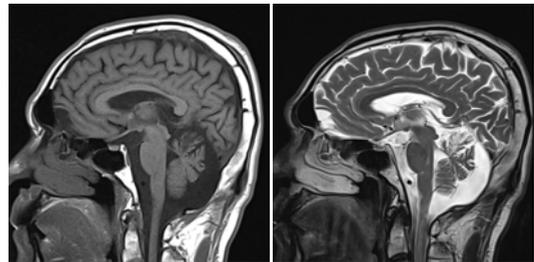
Brain MRI T1 & T2 sagittal section.
